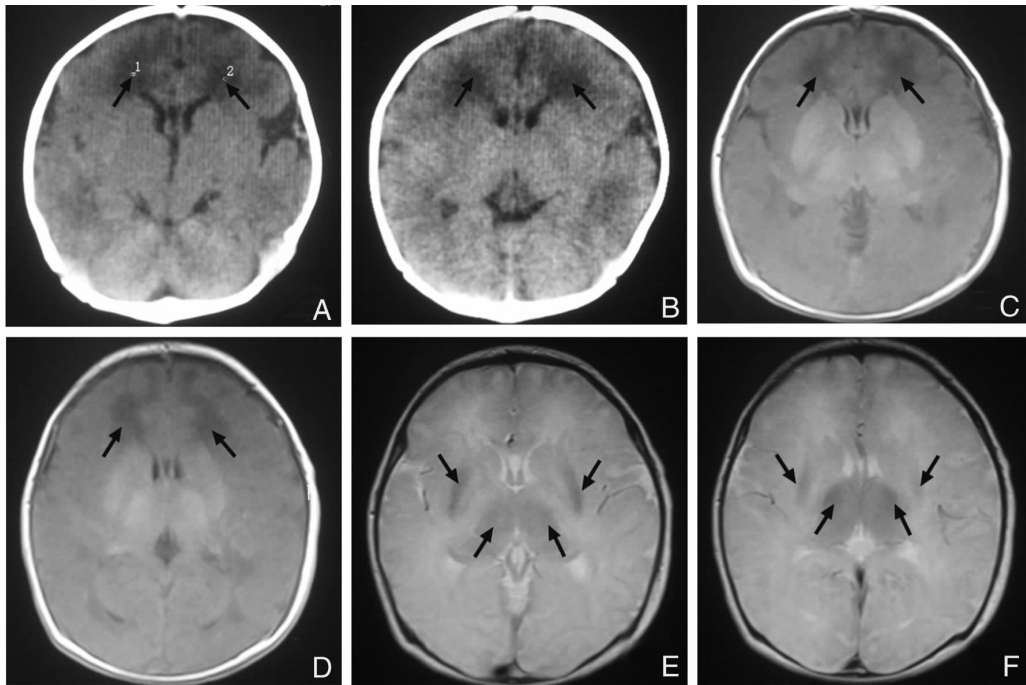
患儿头颅 CT 以及 MRI 改变 A、B: 头颅 CT 提示脑白质密度减低,图 A CT 值所标志的 1、2 处 CT 值为 11 Hu; C、D: 头颅 MRI T1 相,箭头示双侧额叶白质对称性长 T1 低信号病灶; E、F: 头颅 MRI T2 相,提示灰白质境界混浊,箭头示双侧基底核团及丘脑呈对称性短 T2 低信号病灶。
